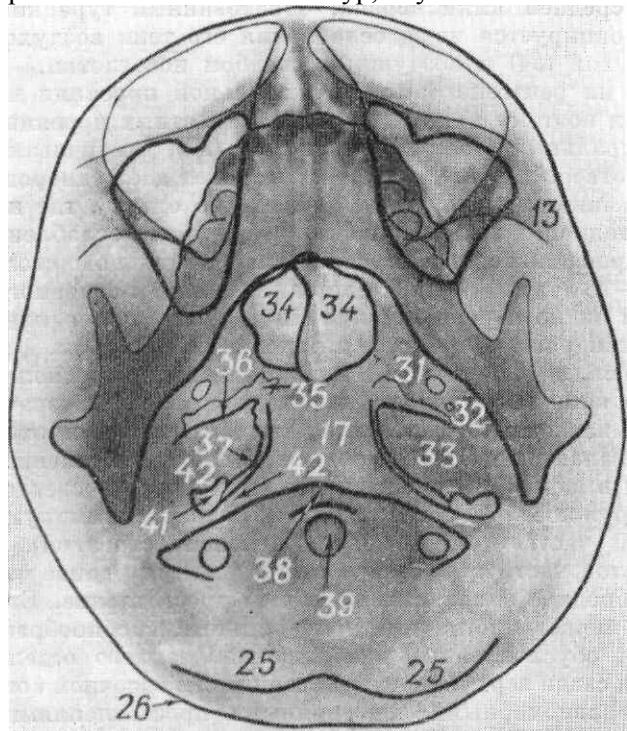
Рентгенограмма черепа в нестрогой аксиальной проекции (угол наклона 25°).
